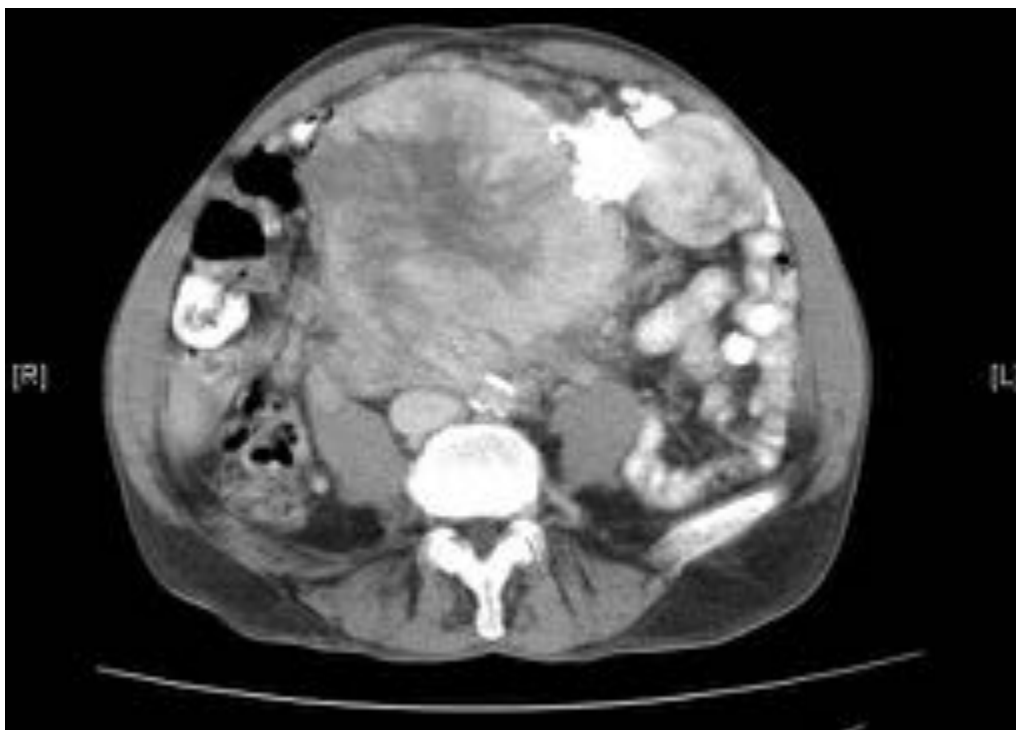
TC con contraste: muestra una intensa captación heterogénea más prominente en la periferia de la lesión con septos intratumorales, patrón "en rayos de sol" y zonas centrales no captantes, en relación con cambios quísticos.
